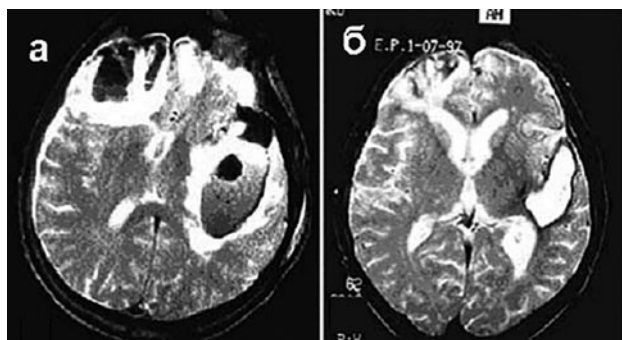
Ушиб тяжелой степени лобно-височных отделов правого полушария. Трехмерное КТ-выделение головного мозга в динамике: а – при поступлении, б – через 26 суток после ЧМТ.
